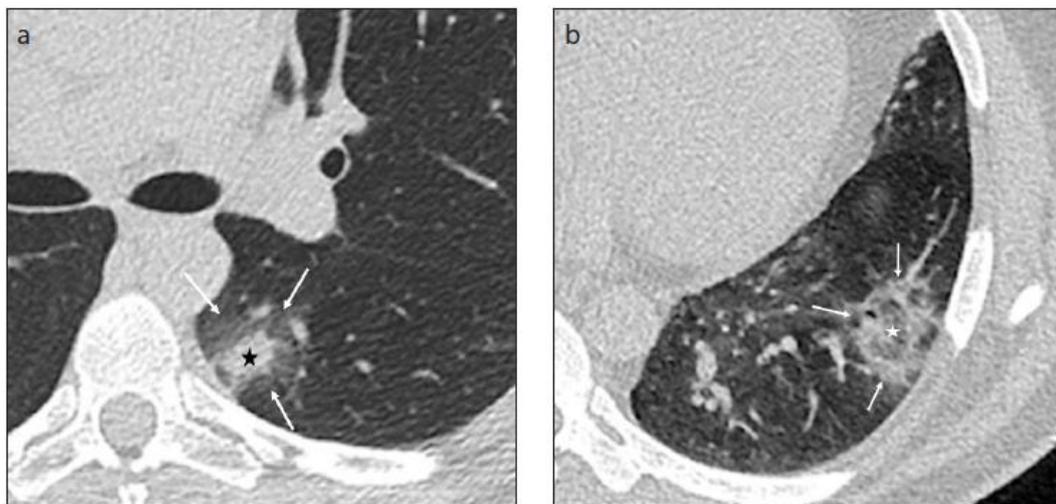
Wanita 77 tahun dengan penyakit coronavirus (COVID-19). CT scan transversal menunjukkan beberapa *ground-glass opacity* dan konsolidasi disertai dengan septum intralobular dan interlobular yang menebal memberikan gambaran *crazy paving pattern* (panah putih). Tampak adanya air bronchogram sign (panah) dan air trapping (panah hitam). (Li Y, 2020)
